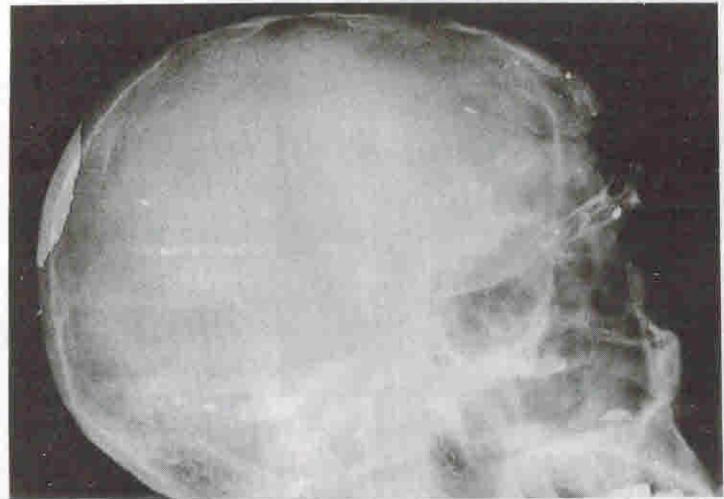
Рентгенограмма в боковой проекции. Многооскольчатый перелом лобной кости при касательном ранении черепа из автомата Каляшникова. Множество мелких инородных тел металлической плотности в проекции перелома, верхней челюсти и сосцевидного отростка.
